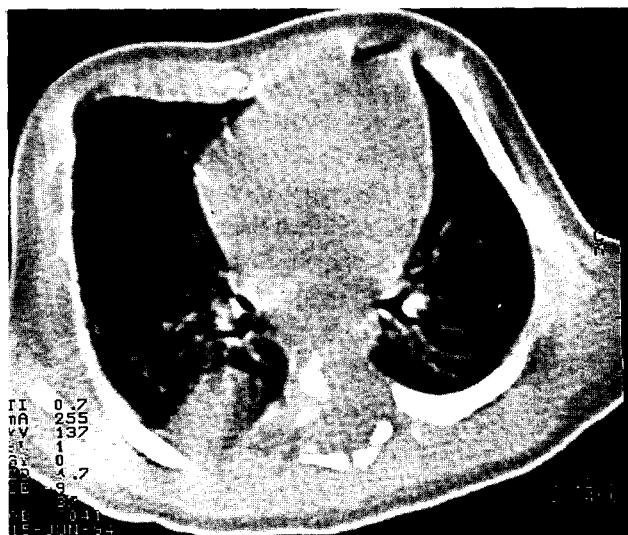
Preoperative chest CT; multiple variable sized small cysts are scattered in the right lower lobe and also a consolidated mass is noted at right posterobasal aspect.
